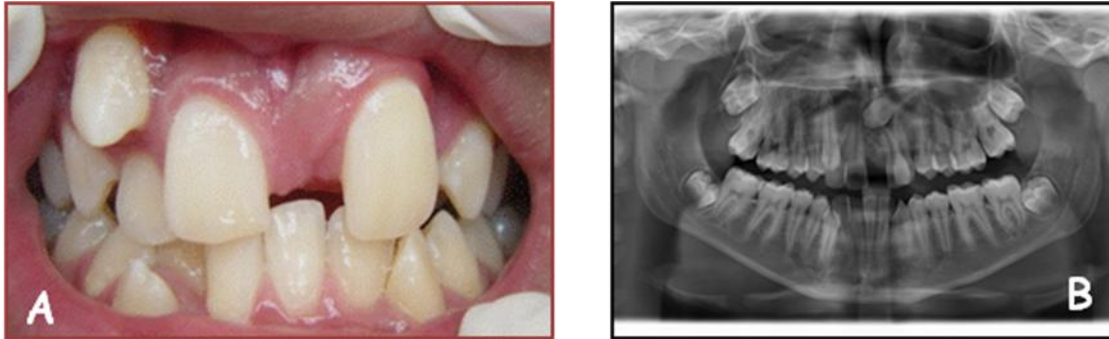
A) Fotografía clínica de paciente femenino de 15 años de edad, el motivo de consulta fue por mal posición dental, clínicamente se aprecia el diastema localizado entre los incisivos, en la B) Ortopantomografía, se aprecia la forma irregular de la masa amorfa localizada entre los centrales superiores, impidiendo la erupción del diente permanente, correspondiendo a un odontoma complejo, corroborándolo con biopsia y estudio histopatológico.
